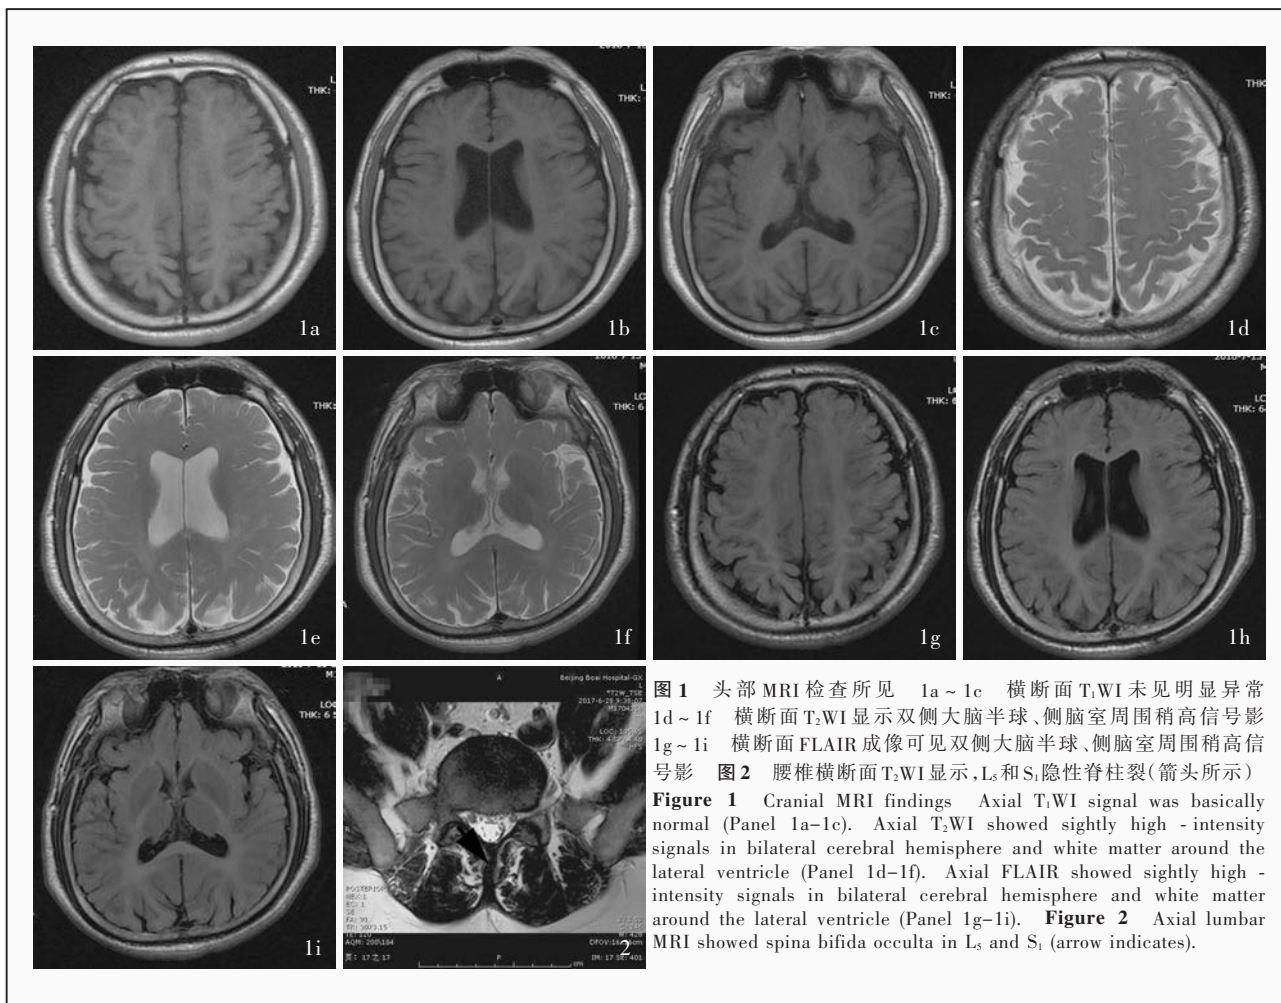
头部 MRI 检查所见 1a~1c 横断面 T₁WI 未见明显异常 1d~1f 横断面 T₂WI 显示双侧大脑半球、侧脑室周围稍高信号影 1g~1i 横断面 FLAIR 成像可见双侧大脑半球、侧脑室周围稍高信号影 图 2 腰椎横断面 T₂WI 显示 L₅ 和 S₁ 隐性脊柱裂(箭头所示)
